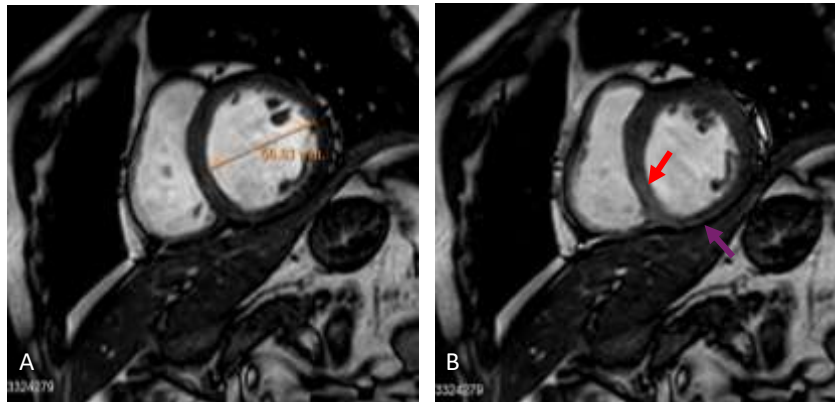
Imágenes de cine en eje corto. A: en telediástole con diámetro telediastólico aumentado. B: mismo corte en telesístole, en la que se objetiva una alteración de la morfología de la cara inferior (flecha azul) y de la señal de resonancia con una intensidad de señal aumentada, diferente a la de los segmentos anteriores, lo que ayuda al diagnóstico de escara (flecha roja).
